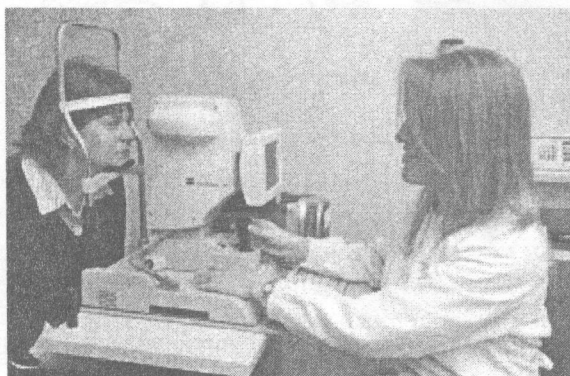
Безконтактна томографія ока.
